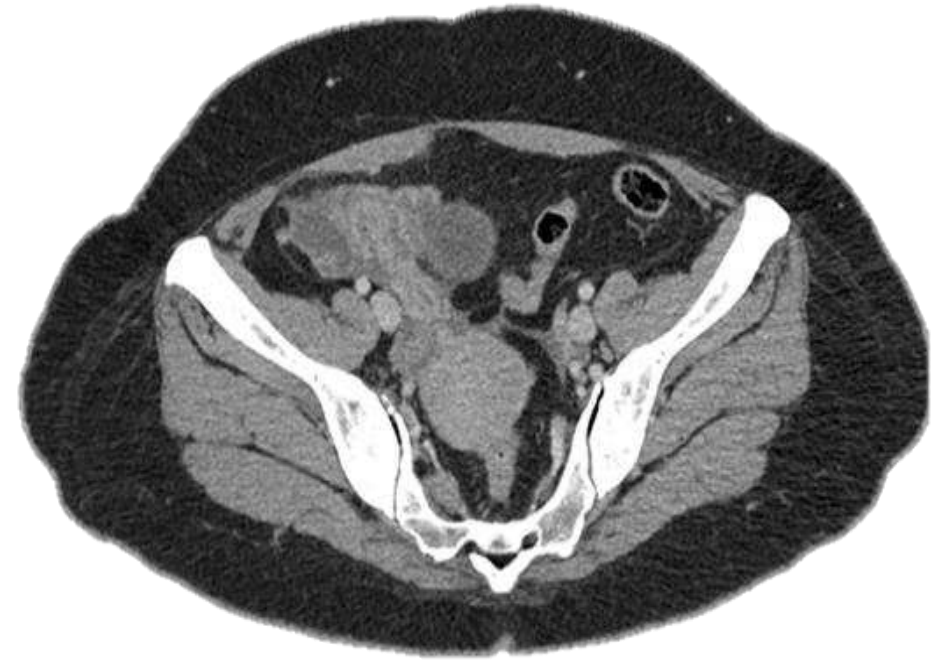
Imagen de TC axial con contraste: engrosamiento de la trompa de Falopio superior a 5 mm y realce de la pared.
